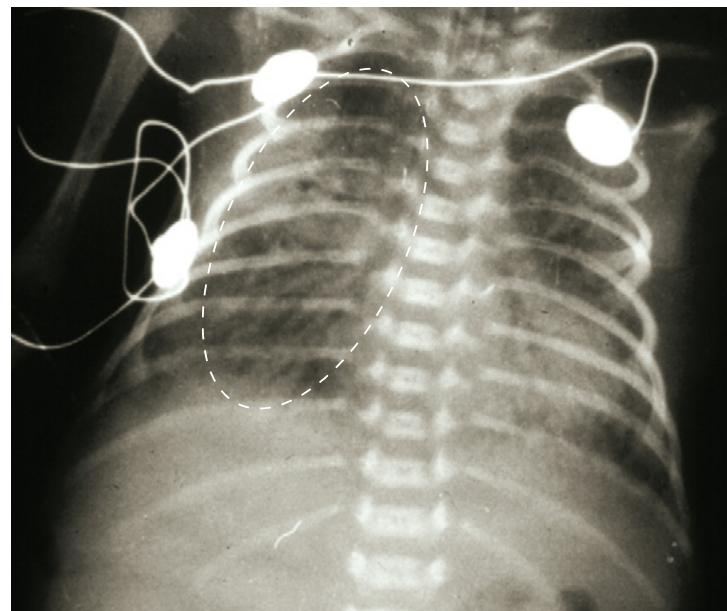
Radiografía de enfermedad de membrana hialina (patrón reticulogranular e imágenes de broncograma aéreo)
